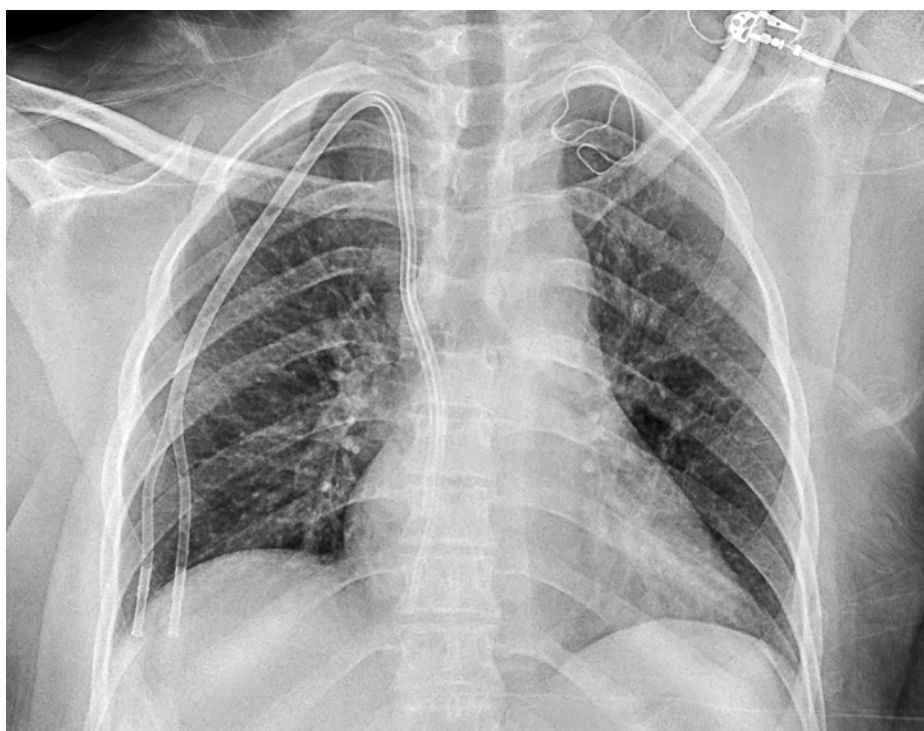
La radiographie post-opératoire montrant «un bon positionnement» du cathéter de dialyse.
